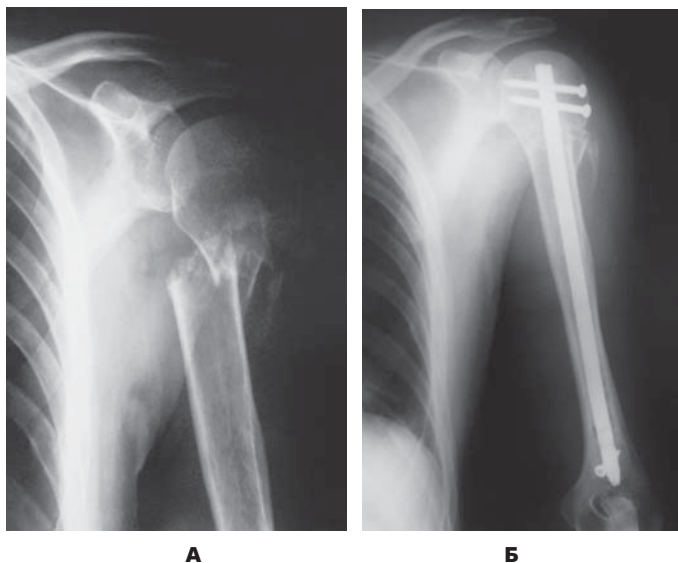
а – рентгенография перелома верхней трети плечевой кости; б – послеоперационный контроль.
